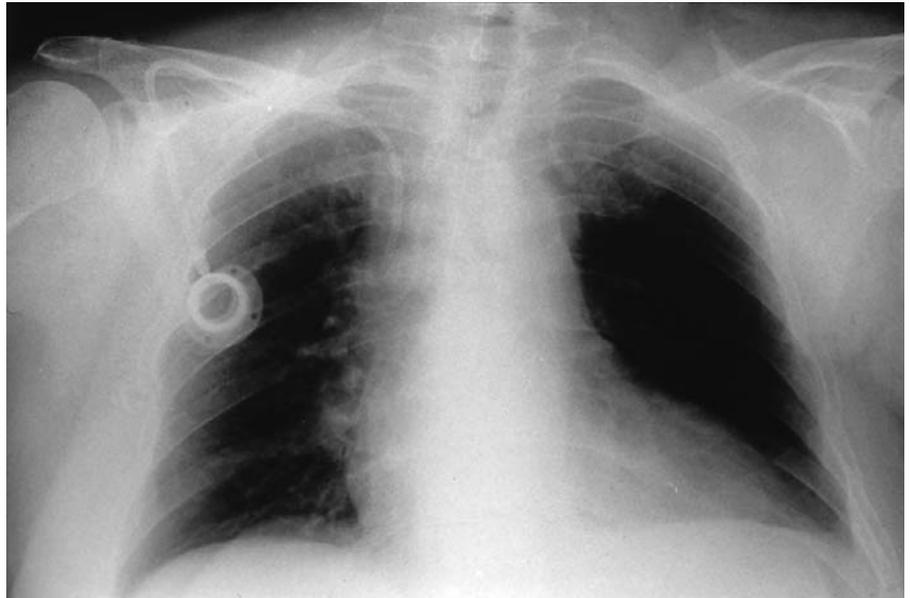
Röntgenaufnahme eines Portsystems in situ
